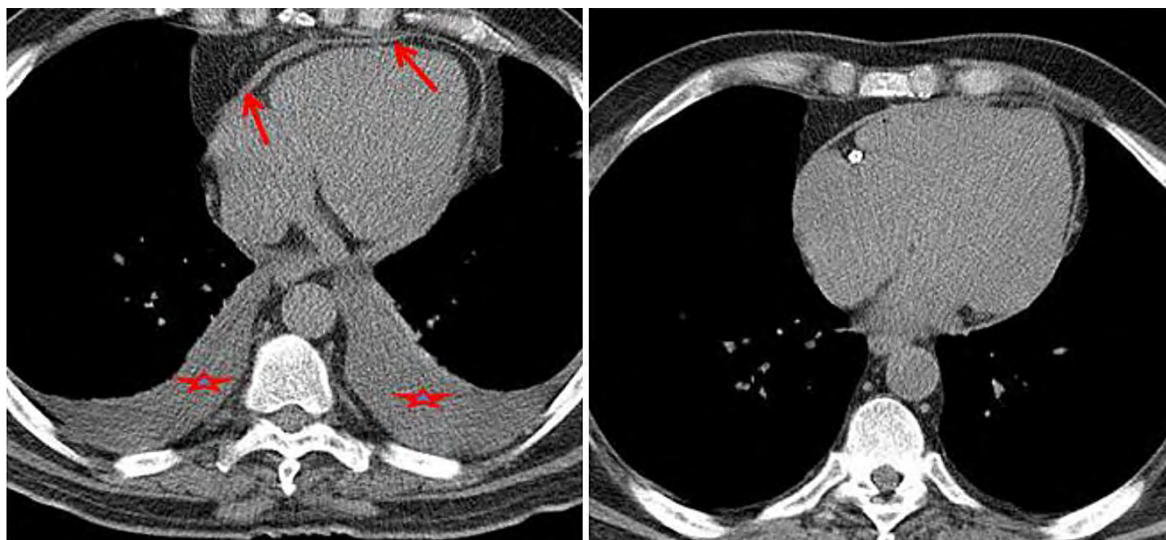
一过性缩窄性心包炎患者的胸部 CT，患者出现缩窄症状时示心包增厚（左图箭头）和胸腔积液（星号），在类固醇药物治疗 1 个月之后心包回到正常厚度（右图）。
